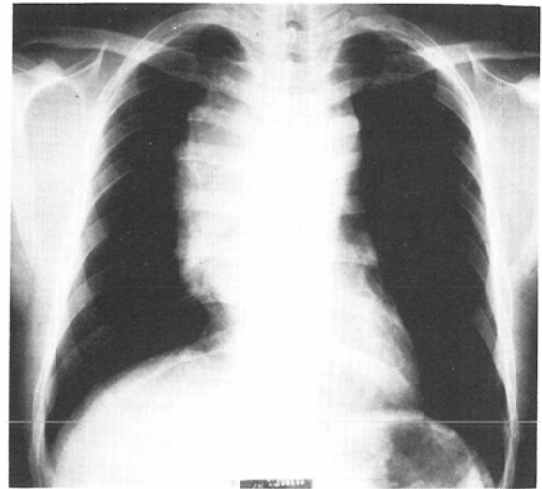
Inoperable case. 33-year-old male with stage III thymoma. Fig. 3-A: postero-anterior chest X-ray film, Fig. 3-B: lateral chest X-ray film before radiotherapy. Large tumor shadow was seen in anterior mediastinum with extension to the right.
